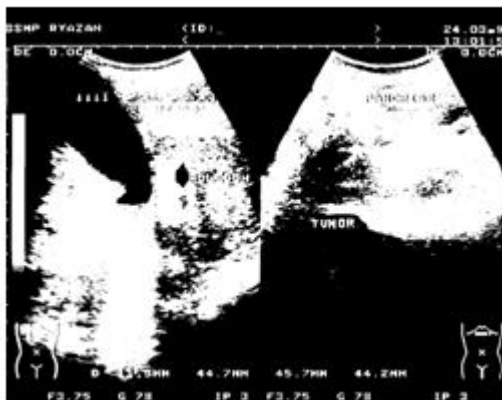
УЗИ-грамма желчного пузыря, холедоха при механической желтухе, обусловленной опухолью головки поджелудочной железы
